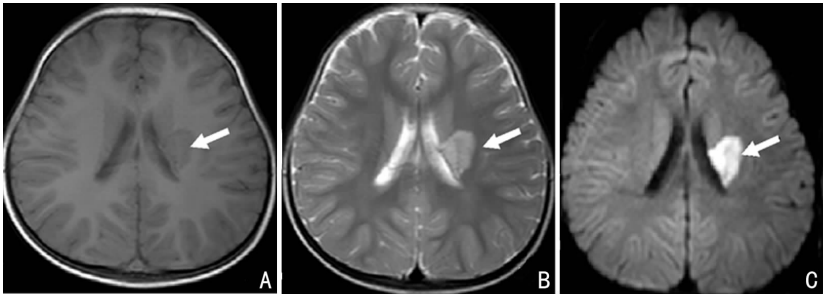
基底节及脑室旁梗死 MRI 表现(女,22 个月) A: 左侧脑室旁、左侧基底节区长 T1 信号影;B: 左侧脑室旁、左侧基底节区长 T2 信号影;C: 弥散加权图像(DWI)在左侧脑室旁、左侧基底节区呈高信号。图中箭头所示为阳性发现。
